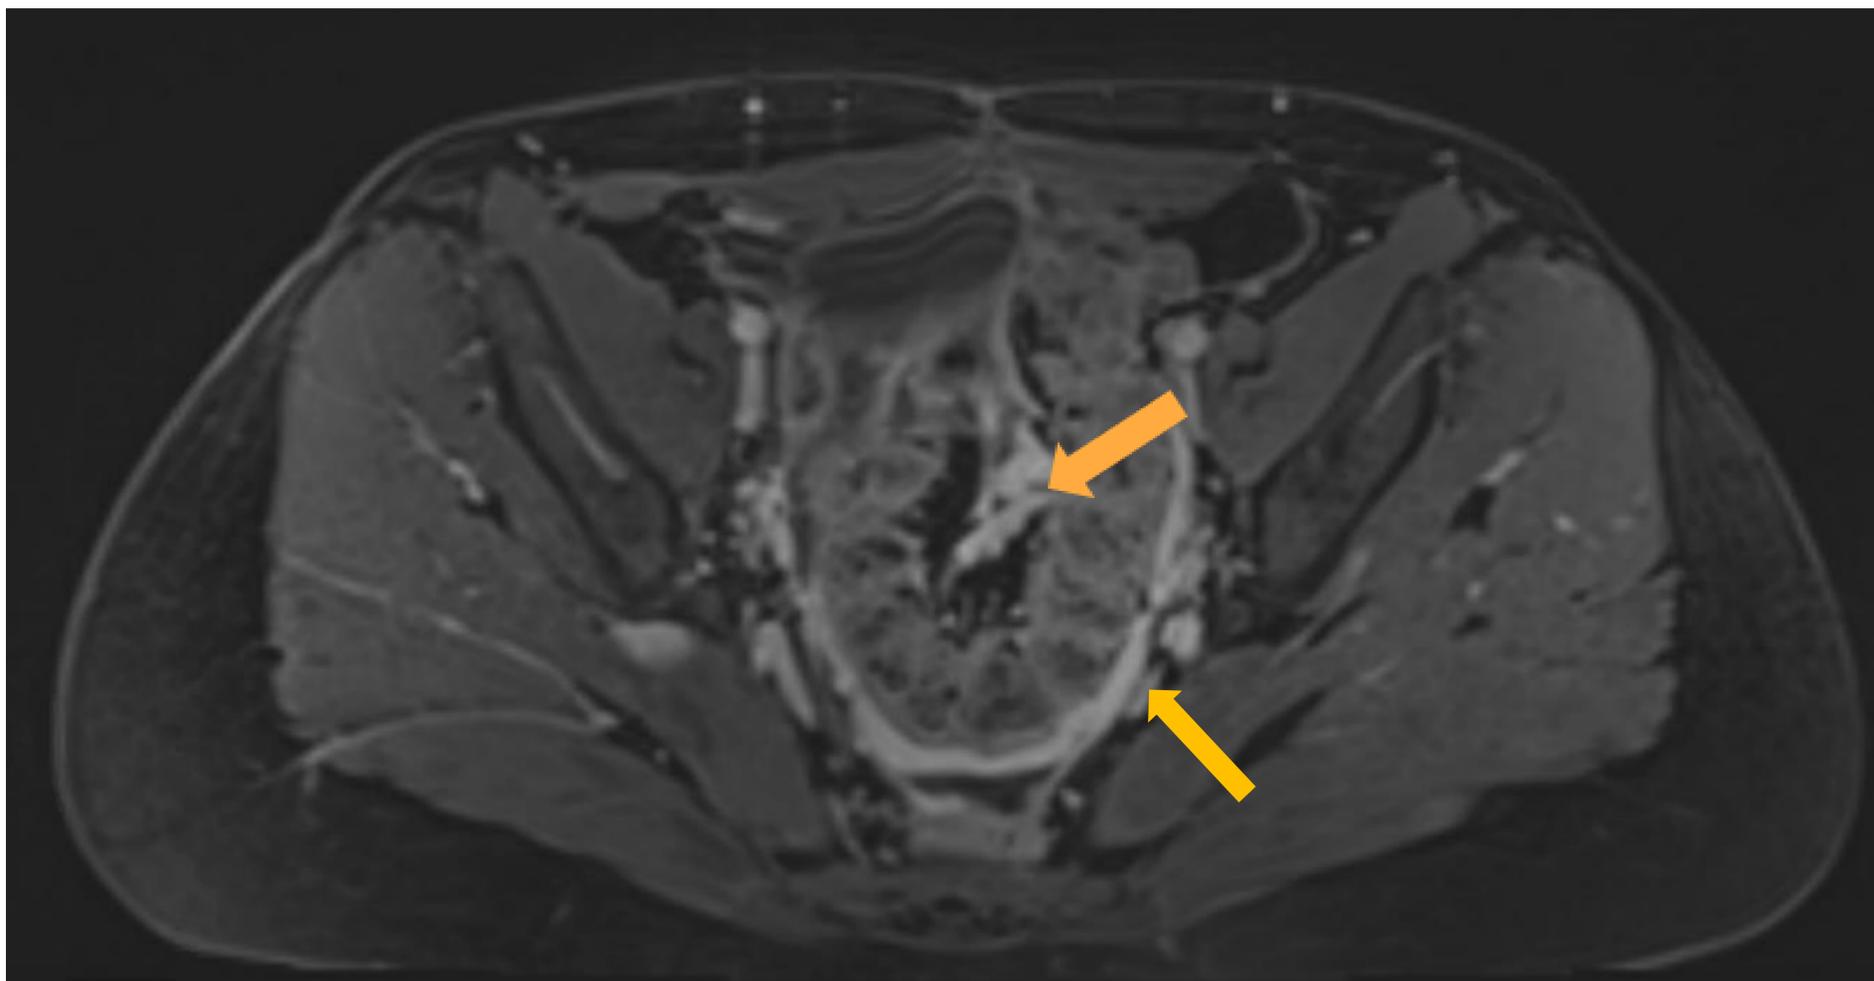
Imagen axial de RM pélvica de la misma paciente de la figura 2. Adquisición dinámica multi fase T1-3D tras administración de contraste. Se visualiza un marcado engrosamiento difuso nodular peritoneal y de la reflexión peritoneal a nivel pélvico englobando parcialmente el borde mesentérico del colon sigmoideas, que presenta intenso realce en el estudio dinámico hallazgos compatibles con leiomiomatosis peritoneal diseminada. (flechas naranjas)
